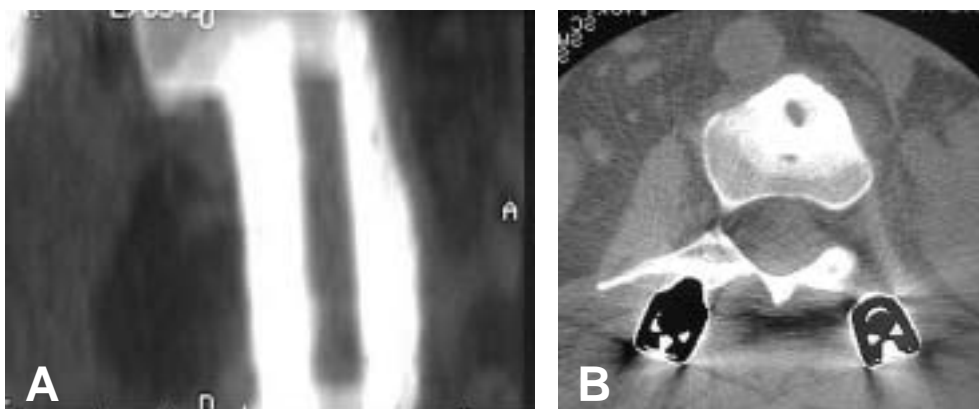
Exemple d'osteointegració de l'empelt per tomografia computeritzada. En aquest TC podem veure l'empelt de la figura 7.3A, i observem el pas de trabècules del cos vertebral a l'al·loempelt i la perfecta integració del mateix.
